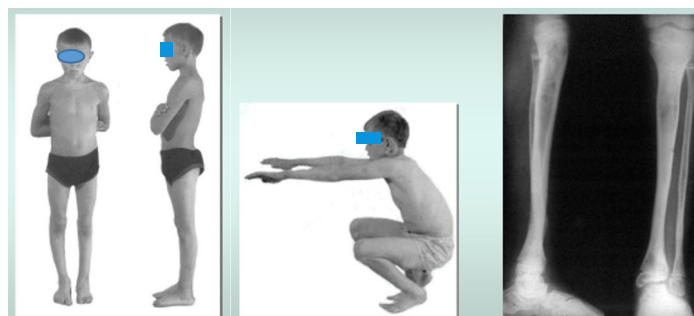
Фото пациента П. и его рентгенограмма после окончания лечения
